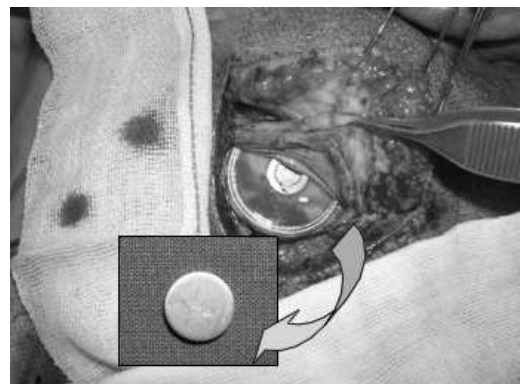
Surgical removal of the permanent magnet for MRI scan.
